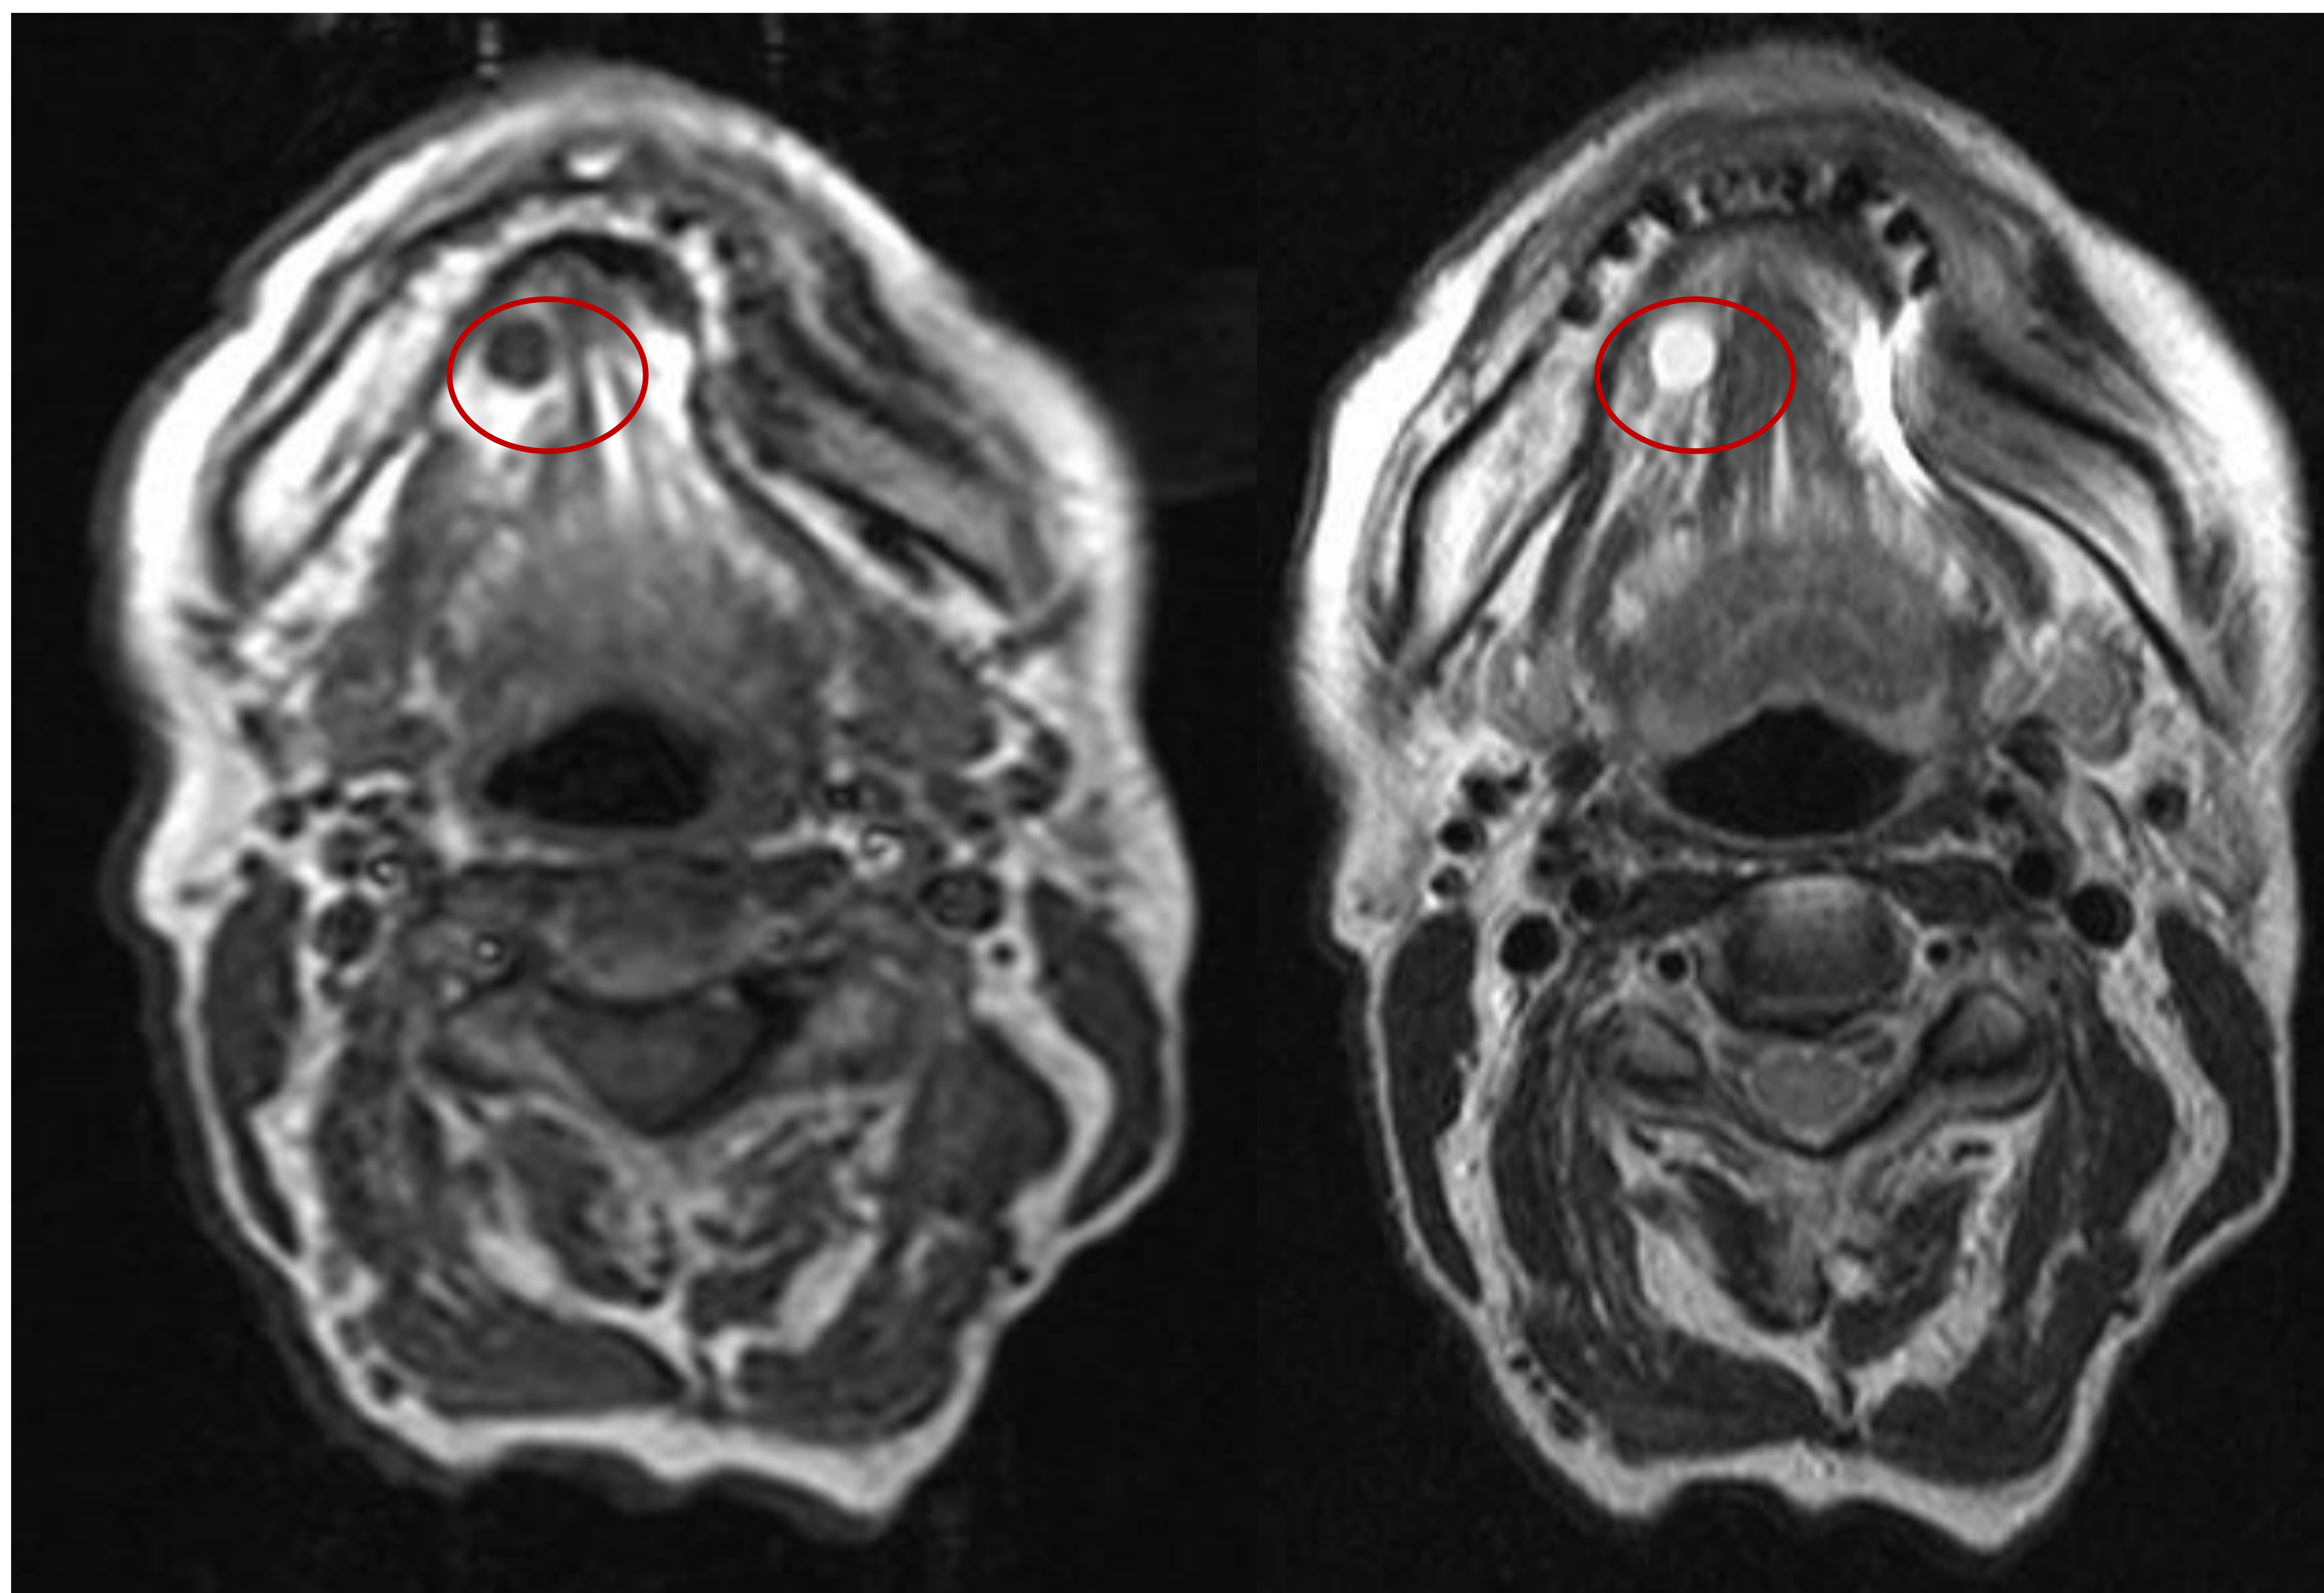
RM axial sin contraste secuencias ponderadas en T1 (izquierda) y T2 (derecha). Se muestra pequeña tumoración con semiología de quiste confinada al espacio sublingual derecho (círculo rojo) correspondiente a una ránula simple.
